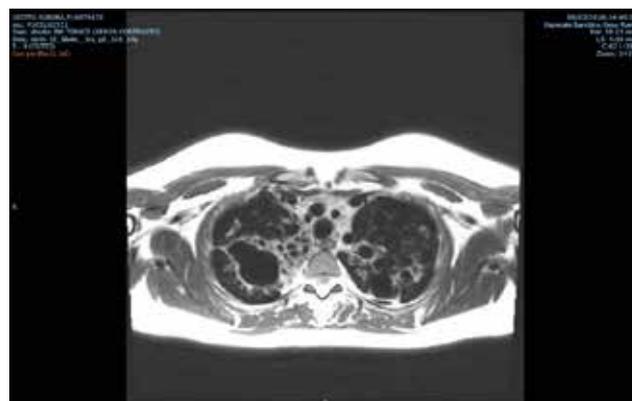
RMN polmonare eseguita nel 2016
